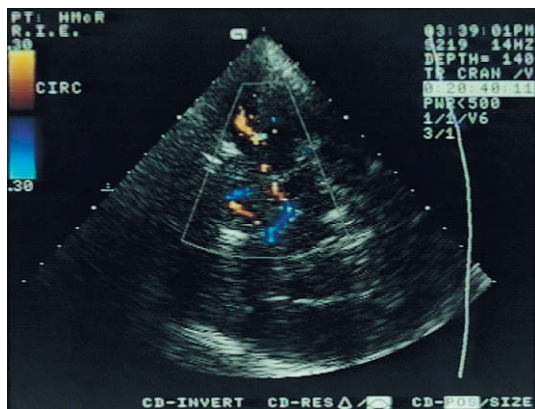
Las arterias cerebrales anterior y media en un estudio de Doppler color transcraneal a través de la ventana transtemporal.
